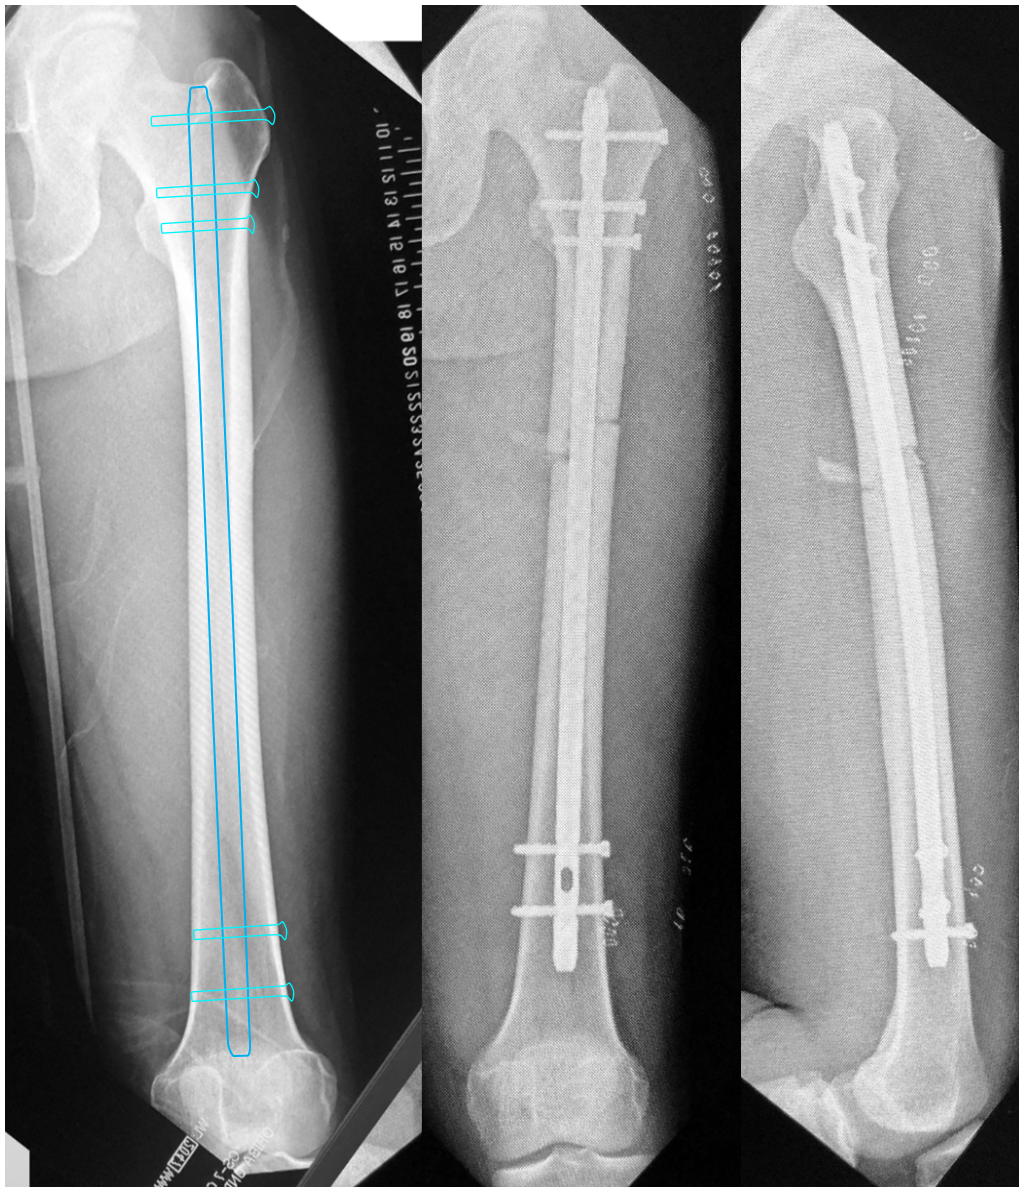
Operation plan and postoperative radiographs
